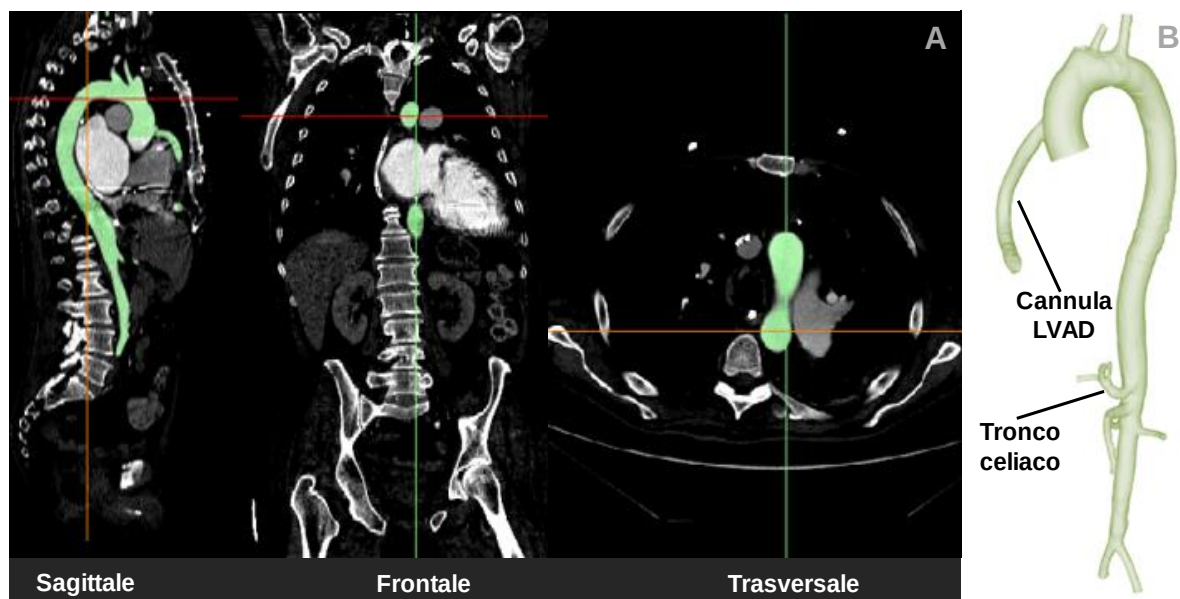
Viste dei 3 piani durante la ricostruzione della geometria da immagini tomografiche (A). A destra, il risultato della ricostruzione (B)
